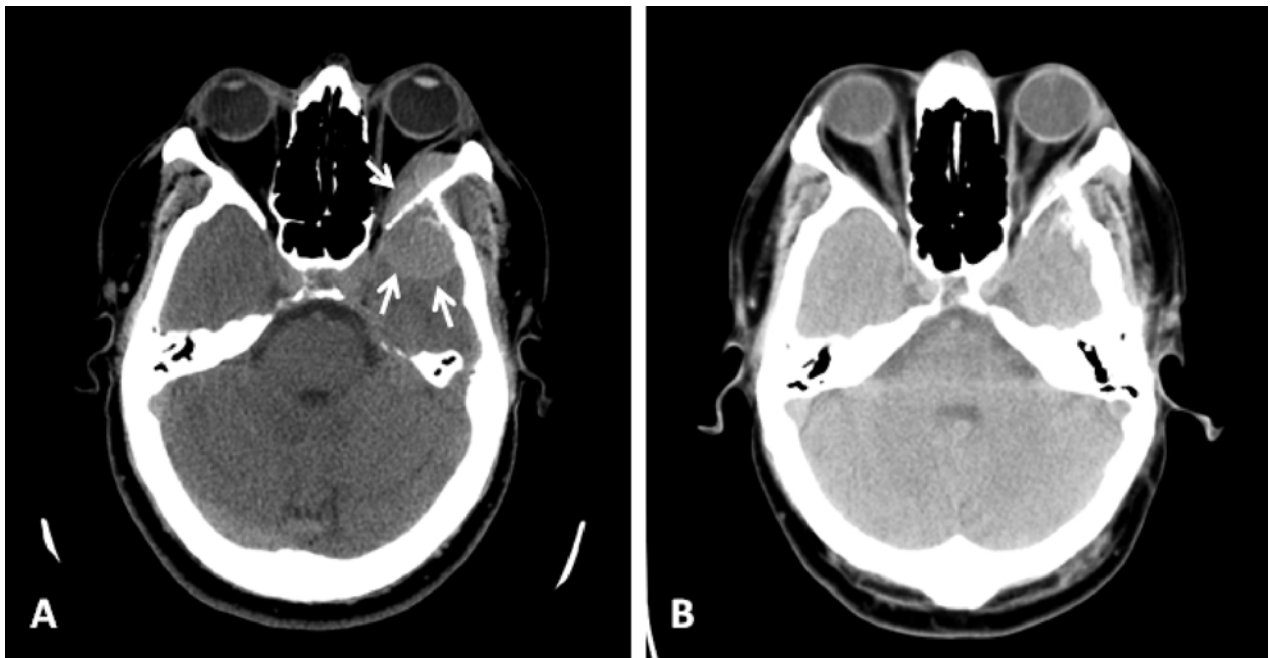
Tomografía axial computerizada (TAC) órbito-craneal reveló A) la presencia de lesiones líticas en el ala mayor y menor del esfenoides izquierdo y de una masa de partes blandas extendiéndose a la fosa intracranial temporal, fosa infratemporal y órbita (flechas), y B) la regresión completa de la masa de partes blandas tras el tratamiento.
